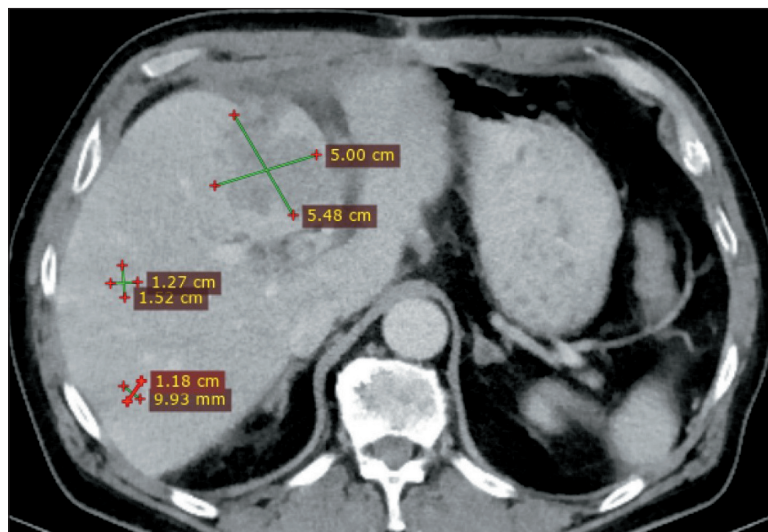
Компьютерная томография органов брюшной полости через 30 дней после химиоперфузии. Частичный ответ по шкале mRECIST.
